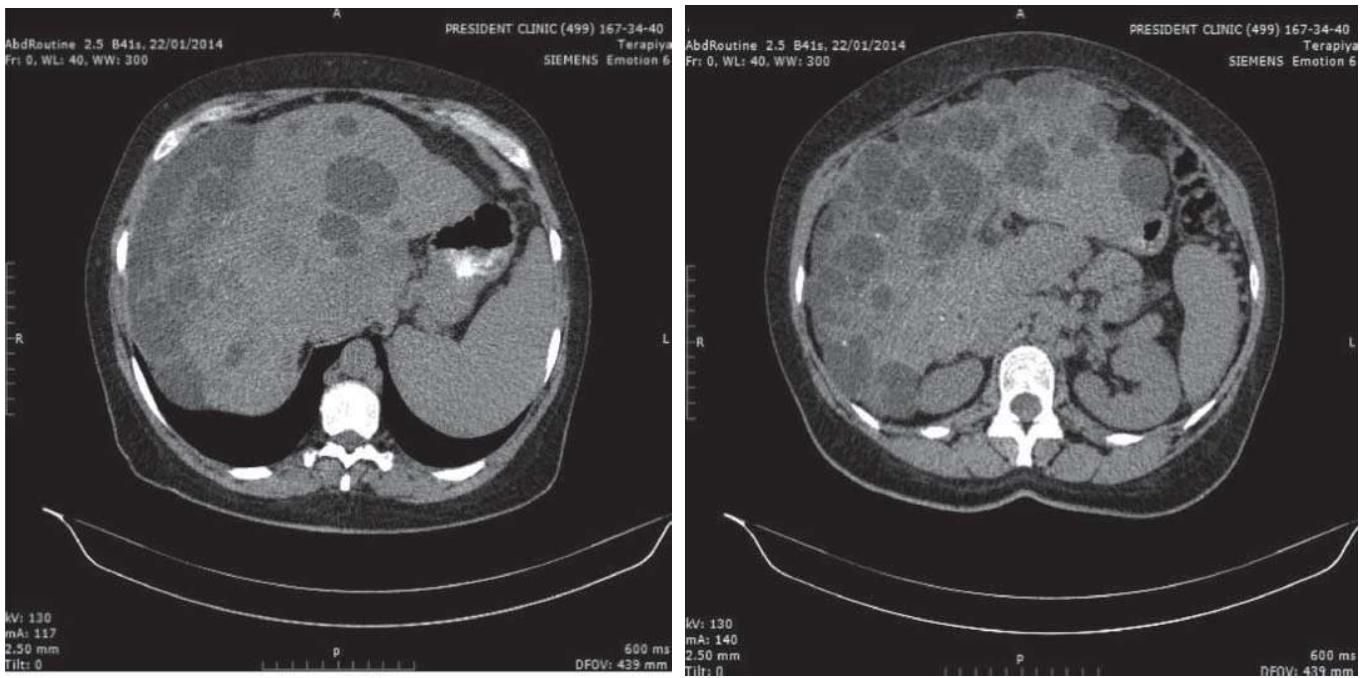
МСКТ органов брюшной полости.
